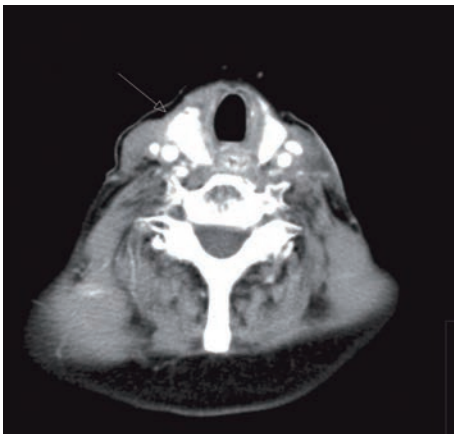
a und b: Im CT des Halses ist im Querschnitt und in der seitlichen Aufnahme ein zirkulär wachsender Tumor am proximalen Ösophagus sichtbar
